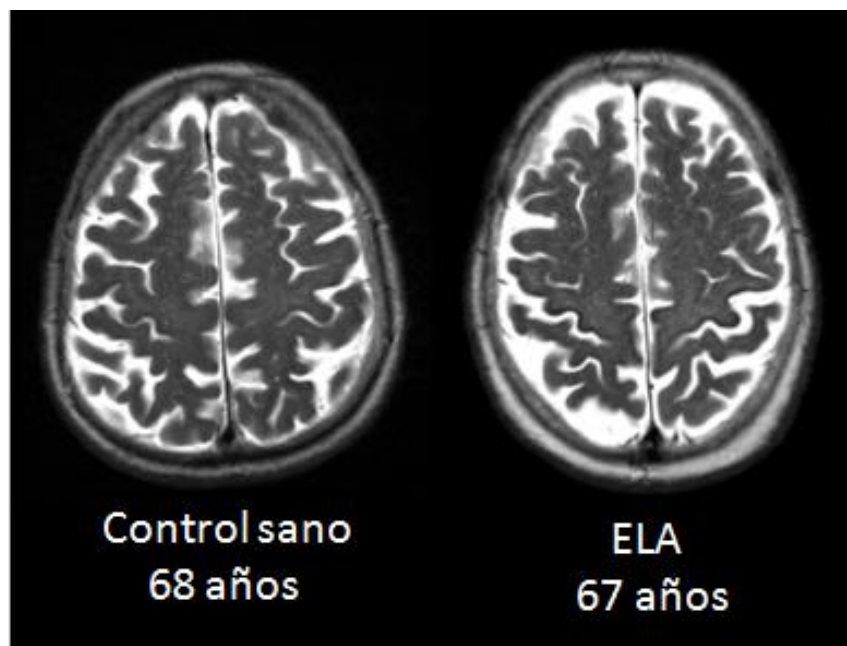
Hipointensidad del giro precentral en ELA. Imagen por resonancia magnética de encéfalos de un individuo sano y un paciente con ELA, ambos del sexo femenino. En la imagen del paciente se aprecia una hipointensidad significativa de la corteza motora en comparación con el control. Tomado y modificado de Cervo *et al.*, 2015.
